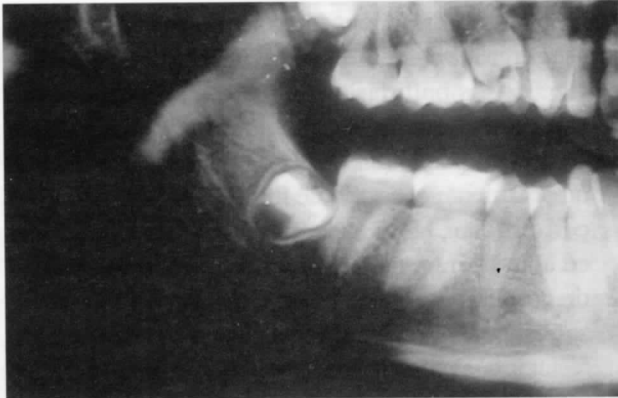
Ortopantomografía en la que se observa el germe de un tercer molar inferior.
